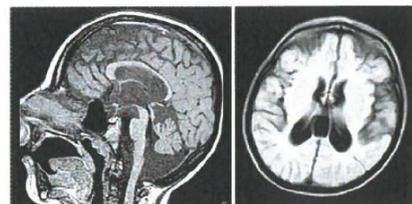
Brain MRI of patient 3 (sagittal T1 and axial T2-Flair).
